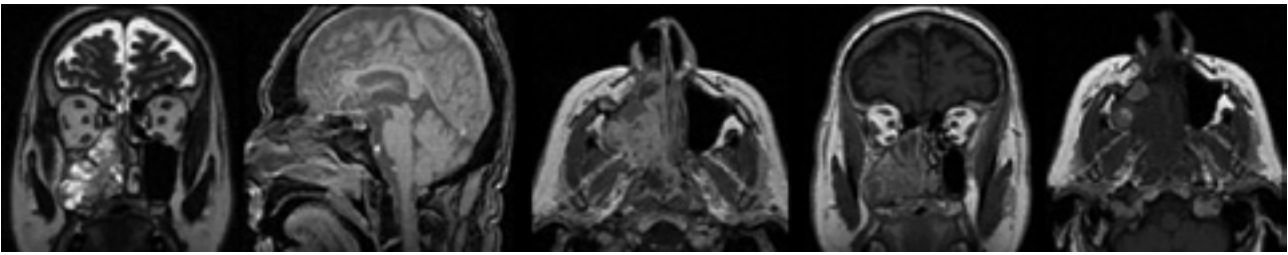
RM. Tumoración vascular en FND.
